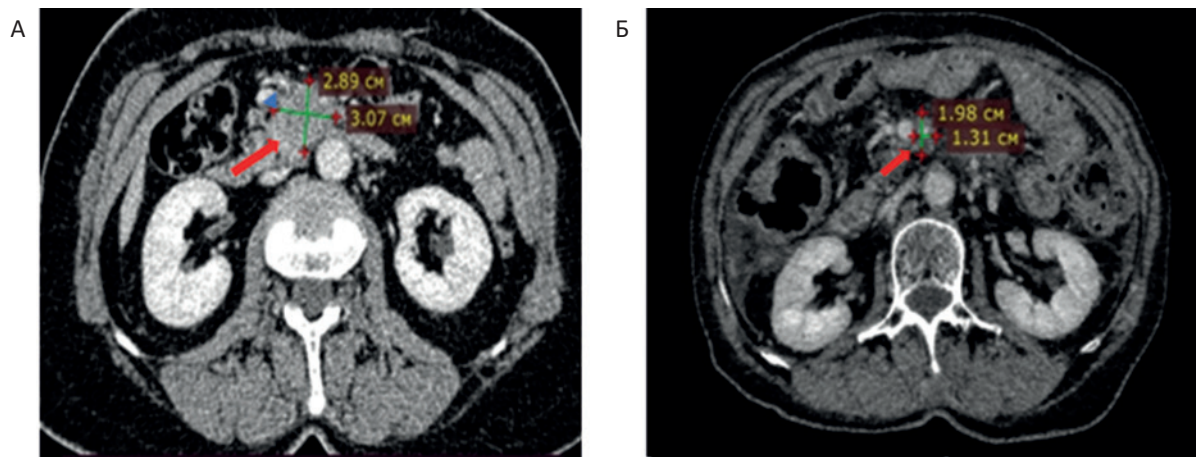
КТ ОБП с контрастным усилением после лучевой терапии. КТ-изображения поражений поджелудочной железы до и после химиолучевой терапии в режиме дневного дробления дозы, красные стрелки указывают на место поражений головки поджелудочной железы. А — Первоначальное КТ-обследование выявило поражение в головке поджелудочной железы размером около 3,1×2,9×4,3 см; Б — После химиолучевой терапии поражение головки поджелудочной железы раком изменилось по сравнению с предыдущим, отмечается положительная динамика в виде уменьшения размеров зоны поражения около 2,0×1,3×2,4 см
